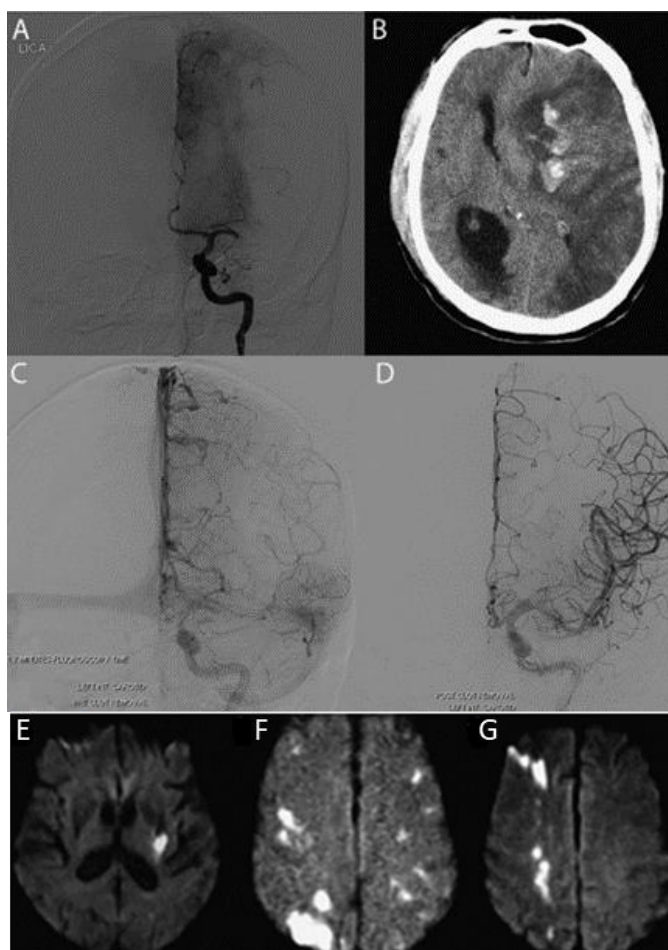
Imagens do cérebro humano. (A, C, D) Angiografia; (B) Tomografia Computadorizada (TC); (E, F, G) Ressonância Magnética (RM). Presença de lesão isquêmica e/ou hemorrágica no parênquima cerebral (MICHELLE; LIEBESKIND, 2016).
